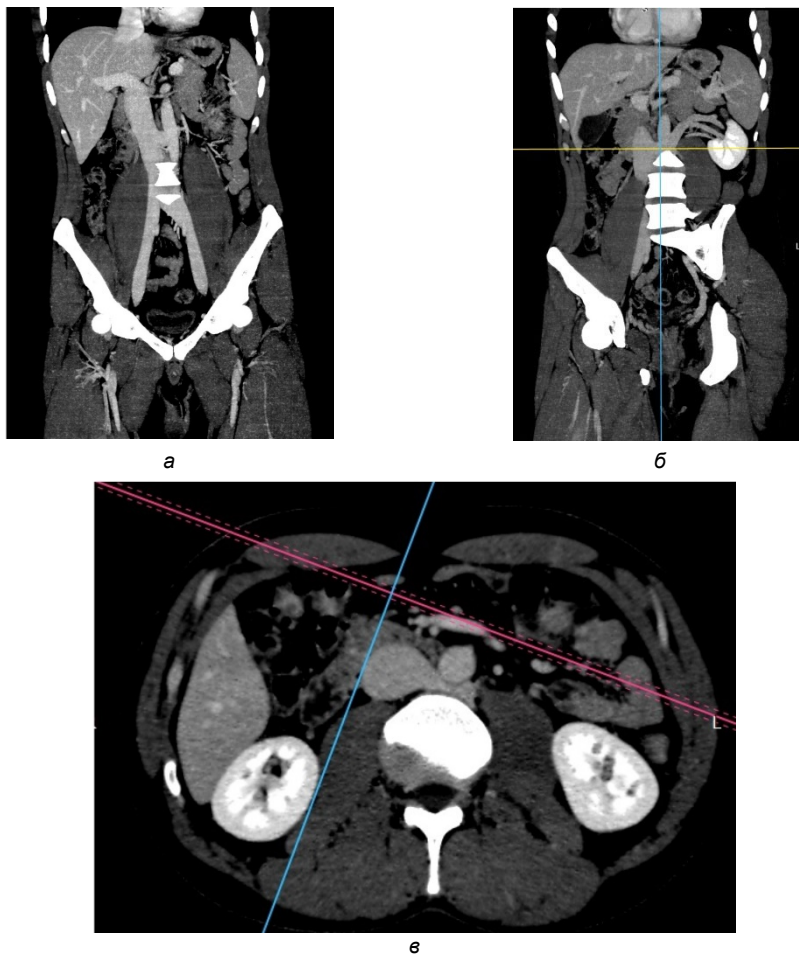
КТ-флебограммы пациента К.:
